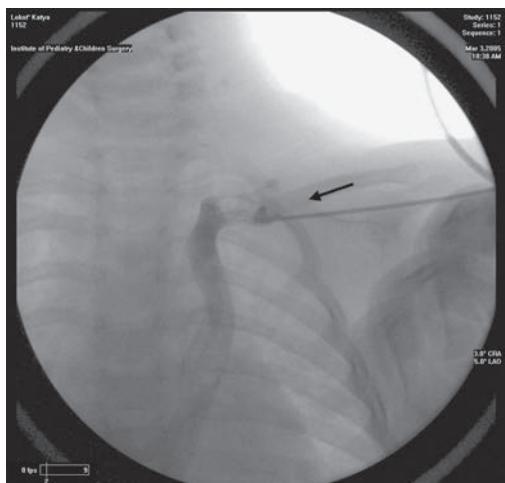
Рентгенограмма грудной клетки ребенка Л. Контрастирование добавочной левой полой вены, впадающей в коронарный синус (показано стрелкой).
